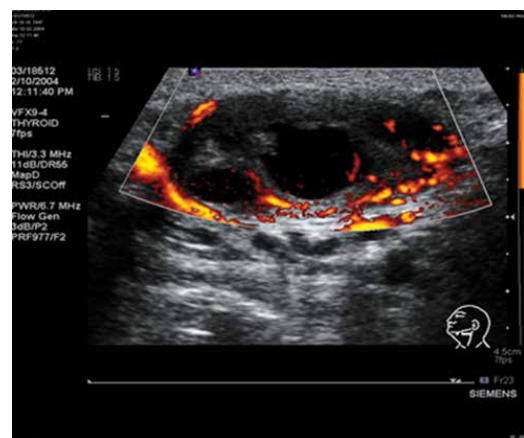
Морфологически подтвержденный метастаз плоскоклеточного рака в лимфатический узел шеи до лечения (категория 6). Здесь и на рис. 4–12 – ультразвуковые томограммы
